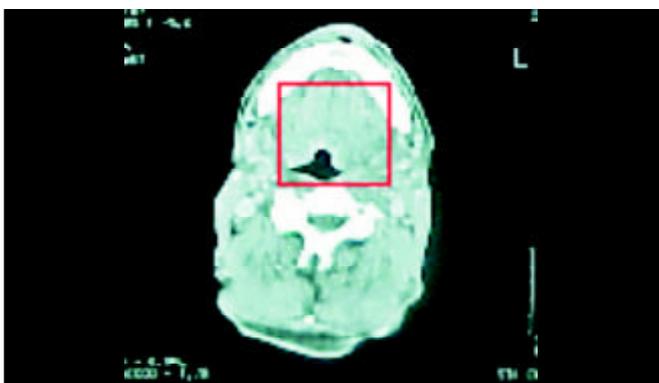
Corte axial de tomografia computadorizada cervical com janela para partes moles mostrando macroglossia, principalmente em sua região posterior (seta), sem lesões nodulares.
